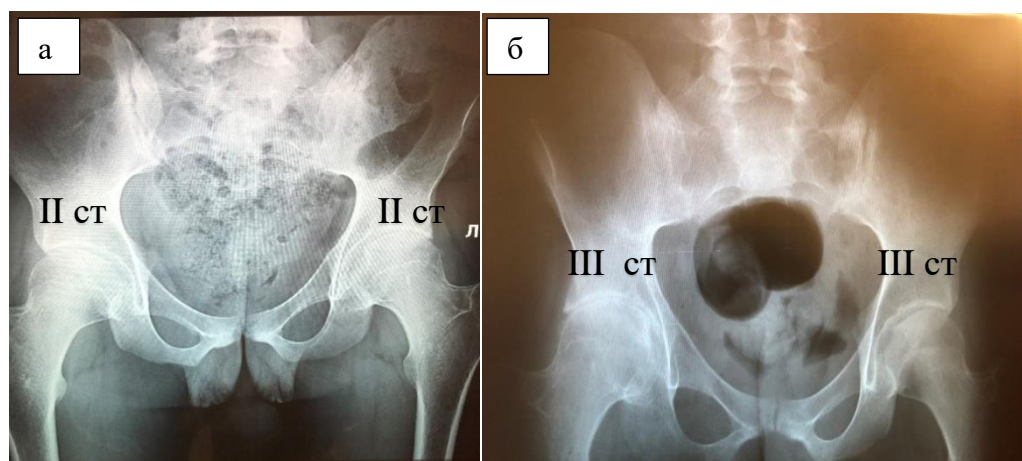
Больной Л. Обзорная рентгенография костей таза указана стадия *BASRI hip* в правом и левом ТБС:
